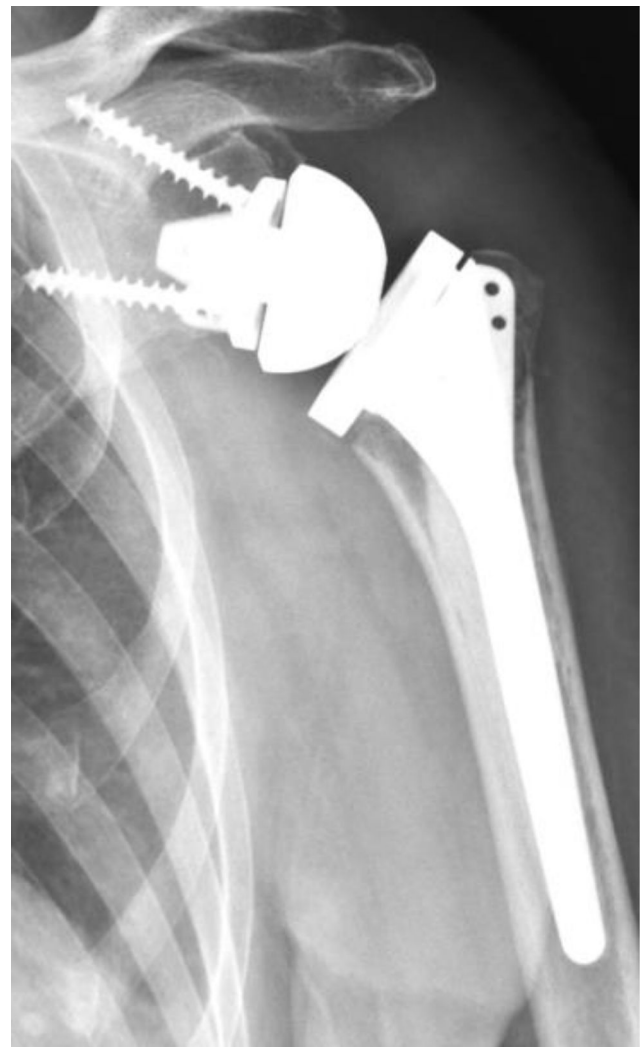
Radiografía frontal de hombro. Se observa la consolidación anatómica de la tuberosidad mayor.
